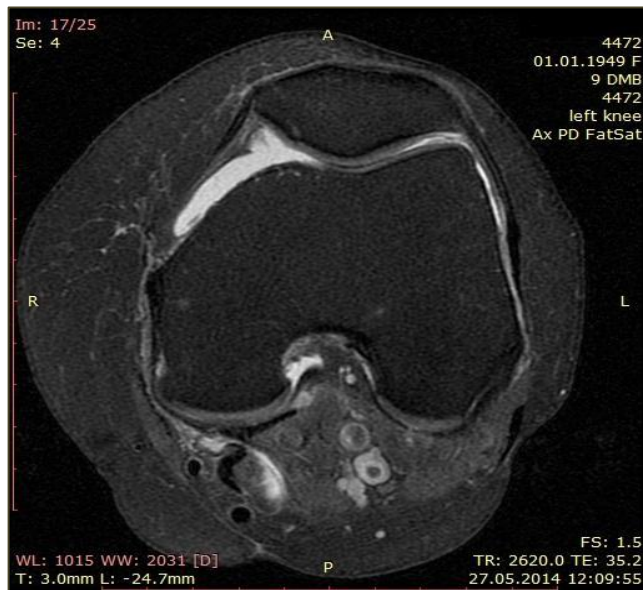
Магнитно-резонансная томография подколенной области
